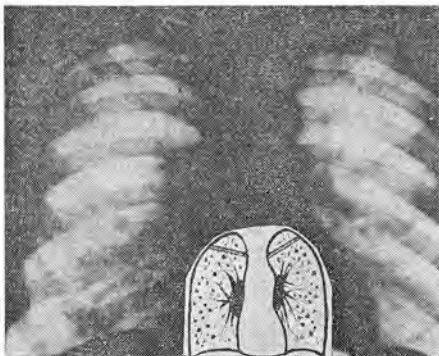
Рентгенограмма легких больного Д., 54 лет.
